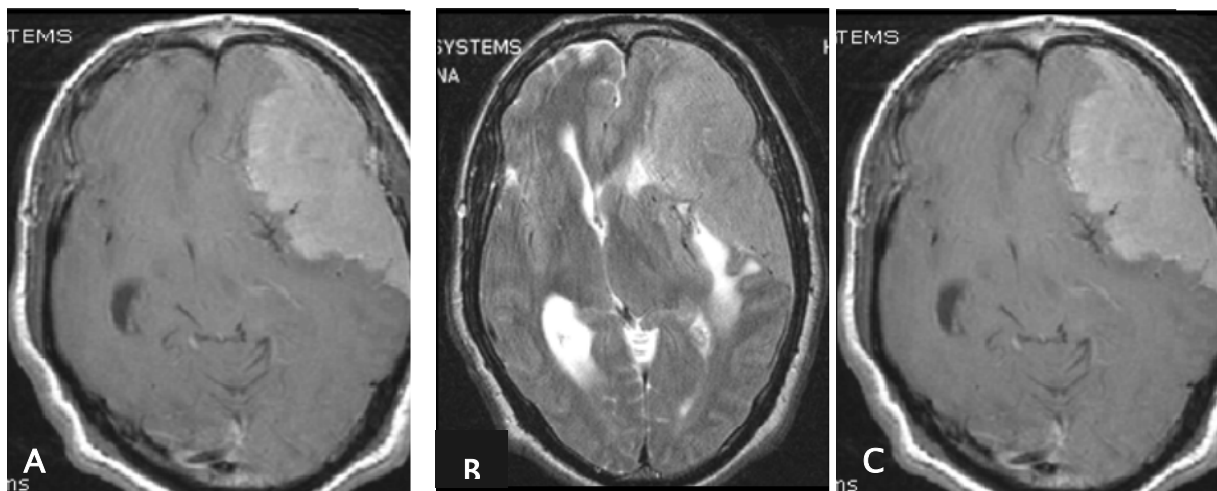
IRM cérébrale en coupe axiale en T1(A), T2(B), et T1 après injection de Gadolinium(C) montrant un méningiome de la convexité fronto-pariétale gauche
